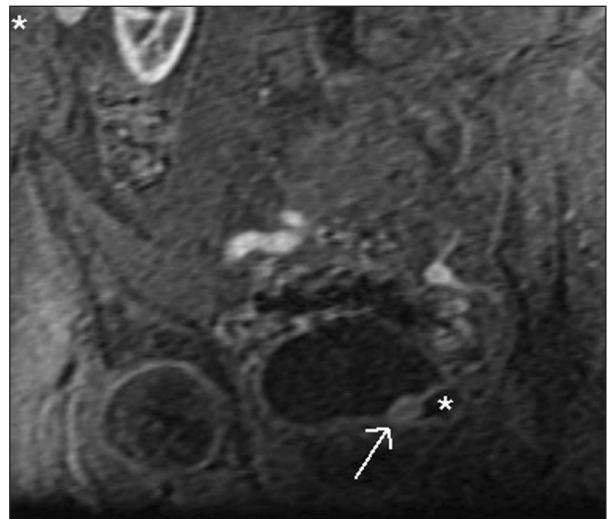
Imagen de RM con secuencia eco de gradiente T1 dinámico tras la administración de gadolinio. Tumor (flecha) con realce precoz en el meato ureteral izquierdo, que produce uropatía obstructiva. Uréter dilatado (asterisco).
